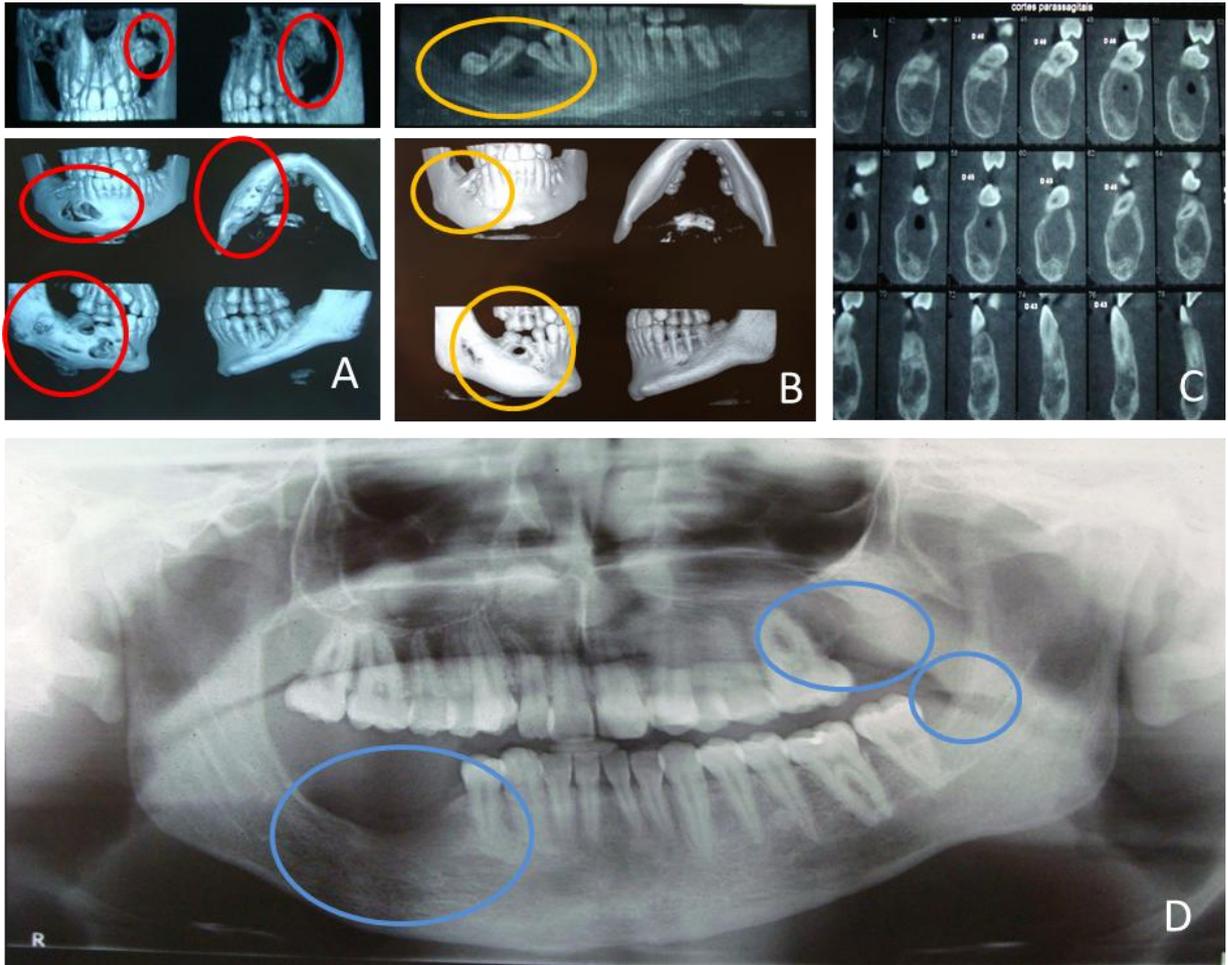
Evolução do paciente durante o tratamento. A–Imagem de tomografia computadorizada no início do tratamento. B e C – Lesão após decompressão, observar a neoformação óssea. D – Radiografia panorâmica demonstrando o aspecto final após as enucleações das lesões.
